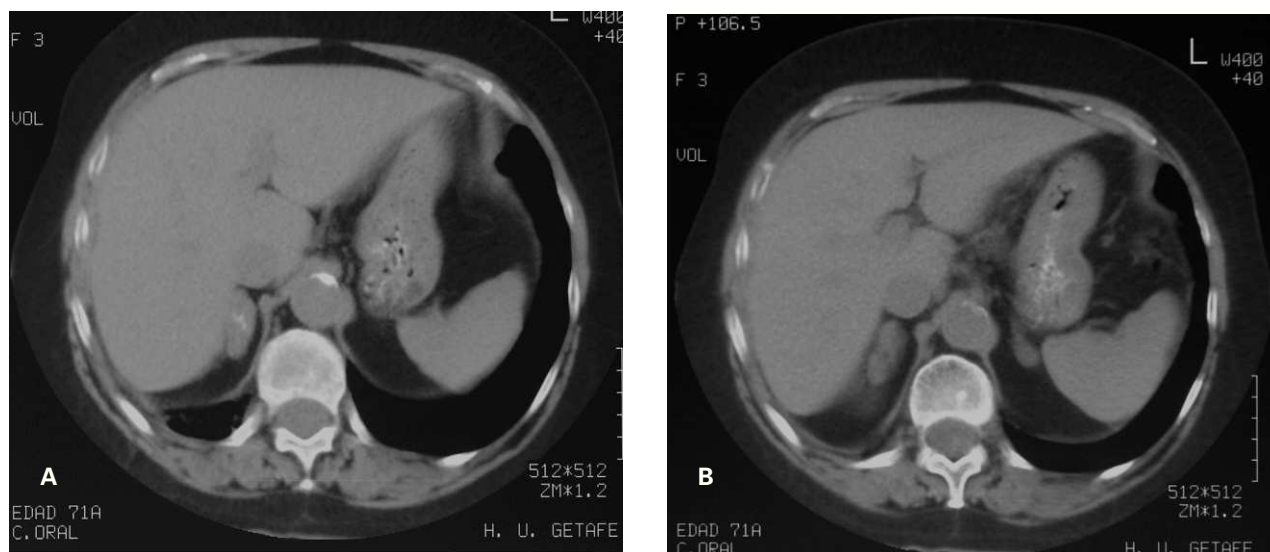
Dos cortes consecutivos de tomografía computarizada (TC) de control, tras contraste oral, realizados tras 2 años de evolución: las glándulas han disminuido de tamaño respecto a la TC inicial, en la imagen de la izquierda se objetiva una calcificación sobre la suprarenal derecha.
